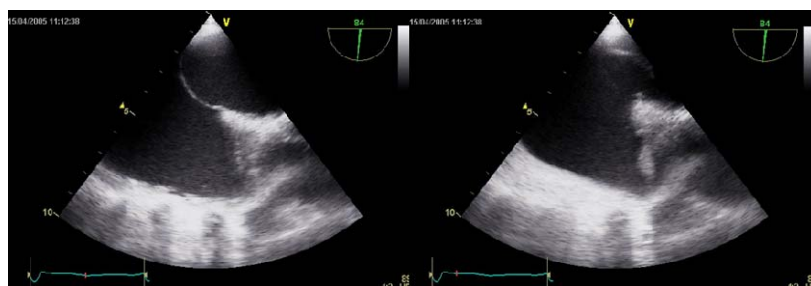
Ecocardiograma transesofágico donde se observa el movimiento del septo interauricular mayor de 15 mm
